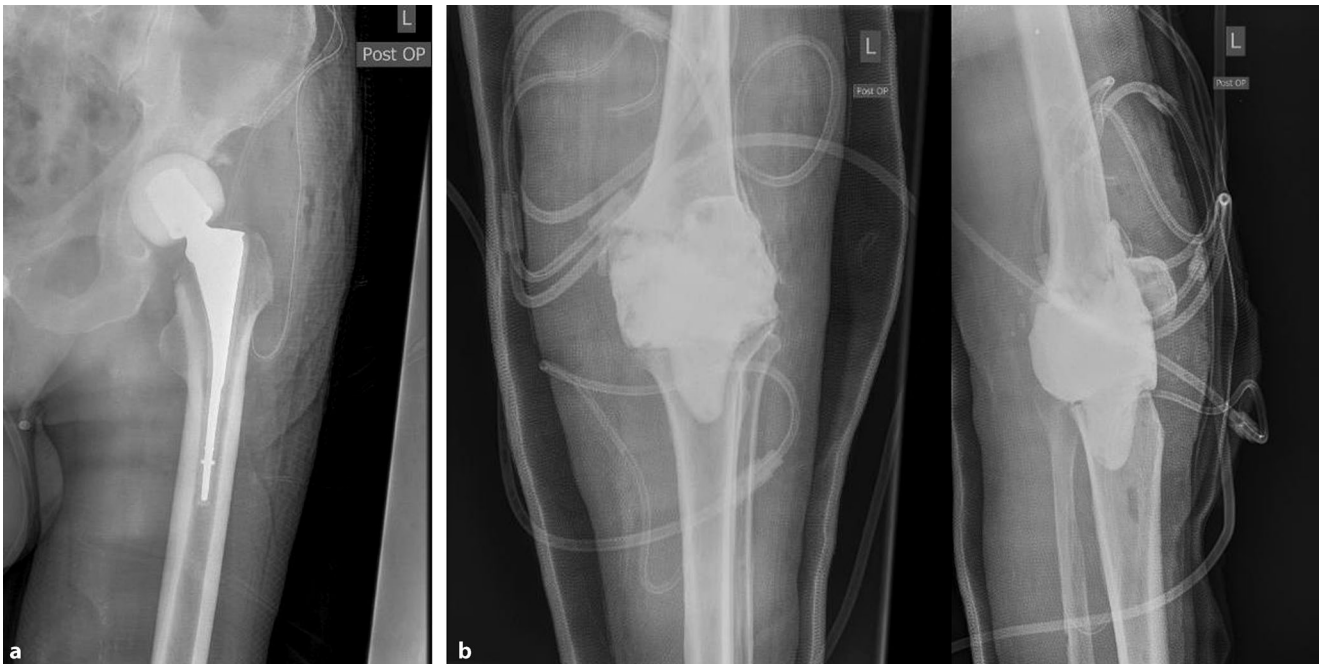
▲ Röntgen eines Zementspacers nach septischer a Hüft-TEP (Totalendoprothese)-Explantation und b Knie-TEP-Explantation
